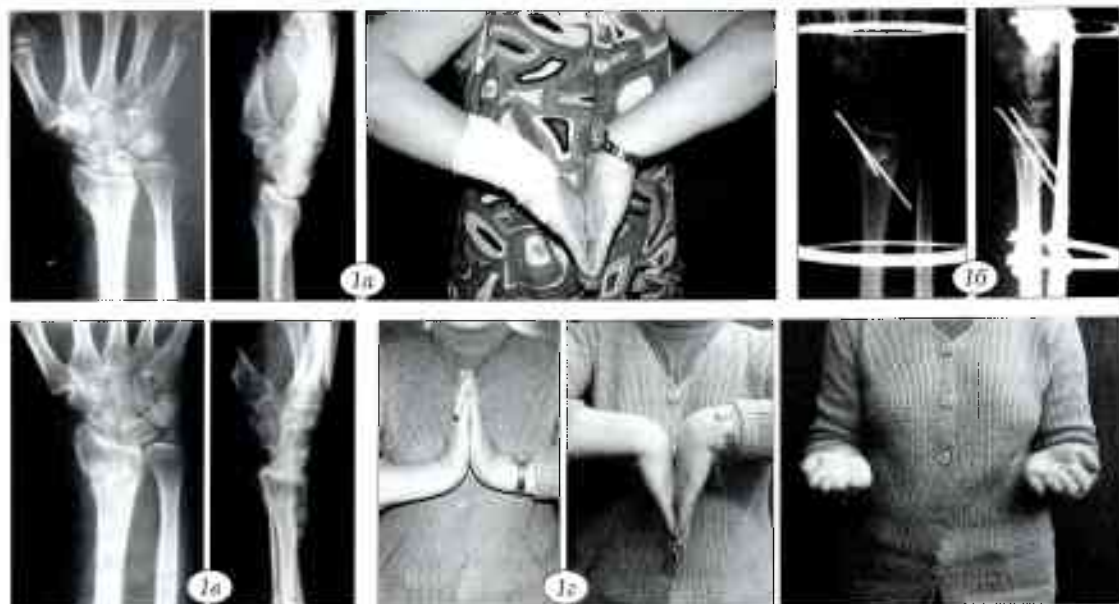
Больная В, 50 лет. Диагноз: неправильно сросшийся перелом дистального эпиметафиза правой лучевой кости. а — рентгенограммы и функция кисти при поступлении; б — рентгенограммы после операции; в — после удаления спиц (12 нед после операции); г — функция кисти через 10 мес после операции.
